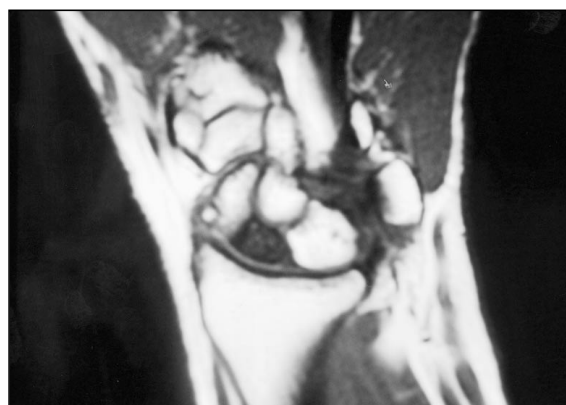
Caso 2 B. RMN prequirúrgica que demuestra la necrosis avascular del polo proximal.
